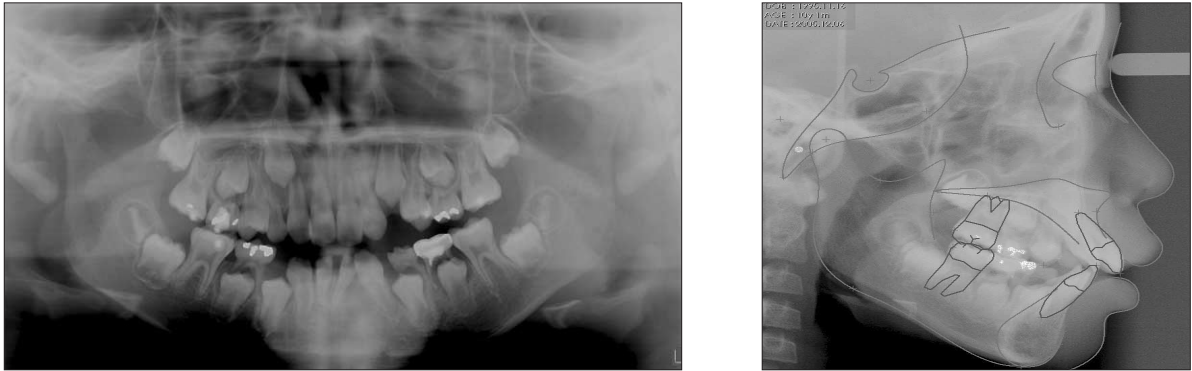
Pretreatment radiograph.
